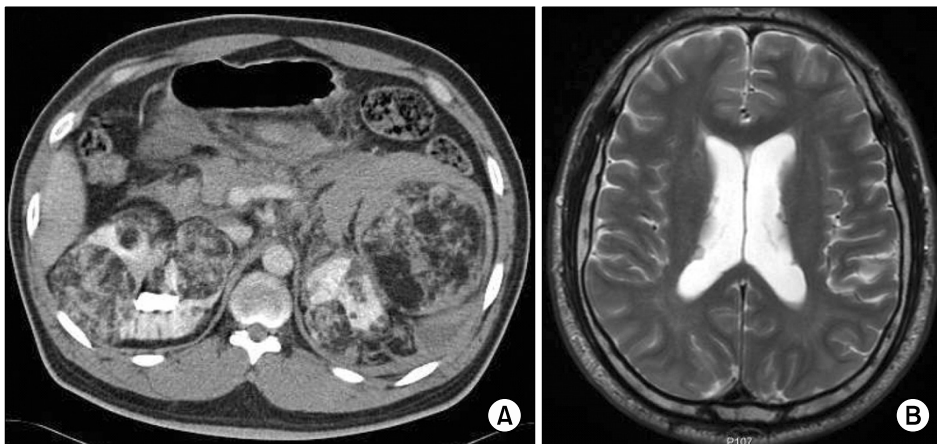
Abdominopelvic CT scan demonstrates variable sized multiple renal angiomyolipoma with focal rupture causing large amount of retroperitoneal and peritoneal hemorrhage (A). Brain MR image shows several subependymal nodules in the ventricular walls of the lateral ventricle on T2-weighted image (B).
